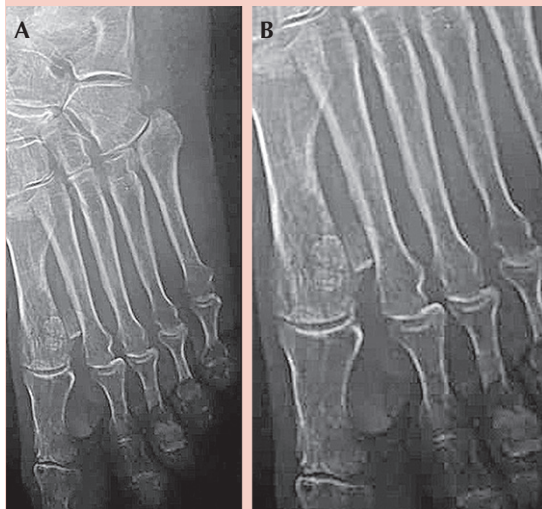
A. Radiografía oblicua del pie izquierdo que muestra una masa radiopaca entre la primera y segunda falanges. B. En el acercamiento se corrobora que no afecta las estructuras óseas circundantes.
